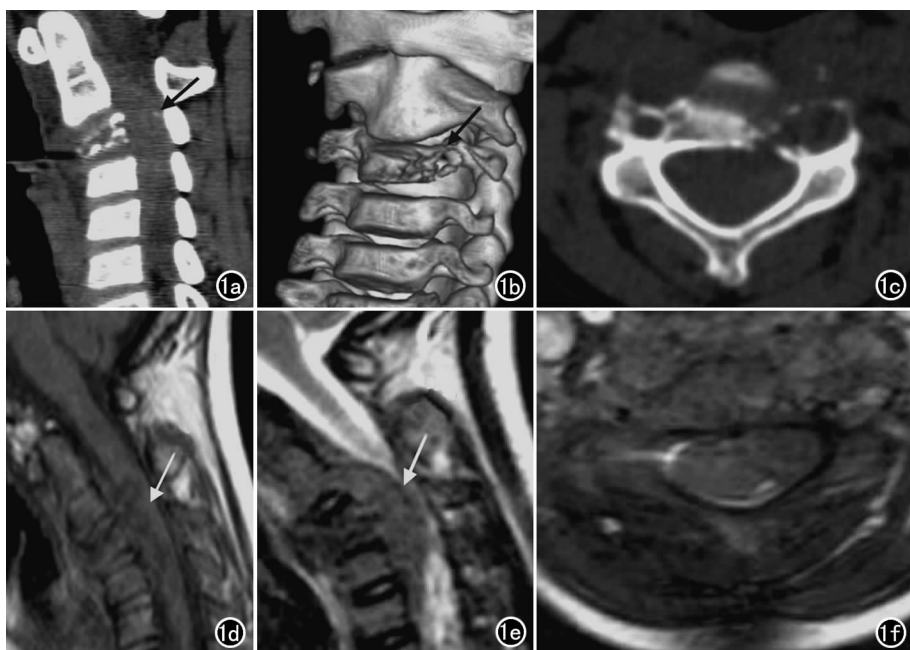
非典型畸胎样/横纹肌样瘤。a) CT 矢状面重组示颈髓内外长条状软组织肿块 (箭); b) CT-VR 重组示  $C_3$  椎体骨质破坏 (箭); c) CT 平扫横断面示  $C_3$  椎体左侧椎间孔骨质破坏, 增大; d)  $T_1$  WI 示肿块呈不规则低信号, 边界不清 (箭); e)  $T_2$  WI 示肿块呈等和稍高信号 (箭); f)  $T_1$  WI 横断面图像示颈髓增粗, 偏左侧见软组织肿块, 蛛网膜下腔消失。
